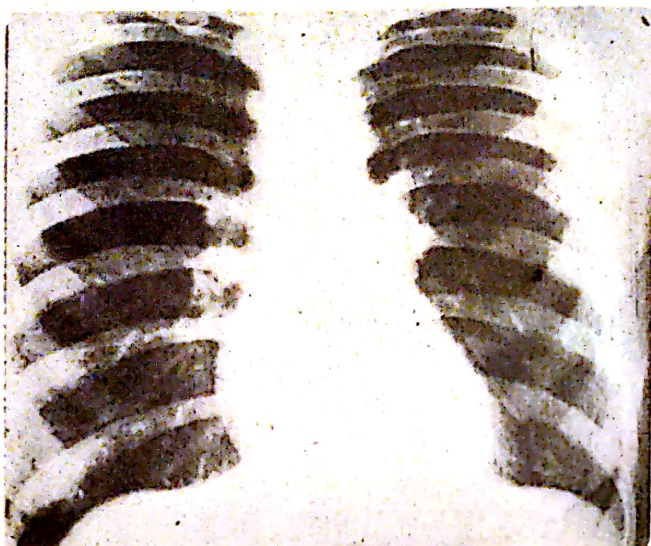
Același caz tratat, după 2 ani. Radiografie pulmonară: sechele hilare stîngi.
